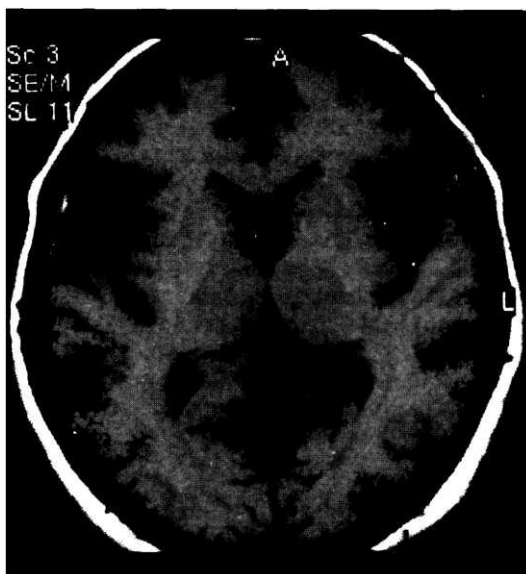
МРТ головного мозга пациента 65 лет, возрастная норма.
